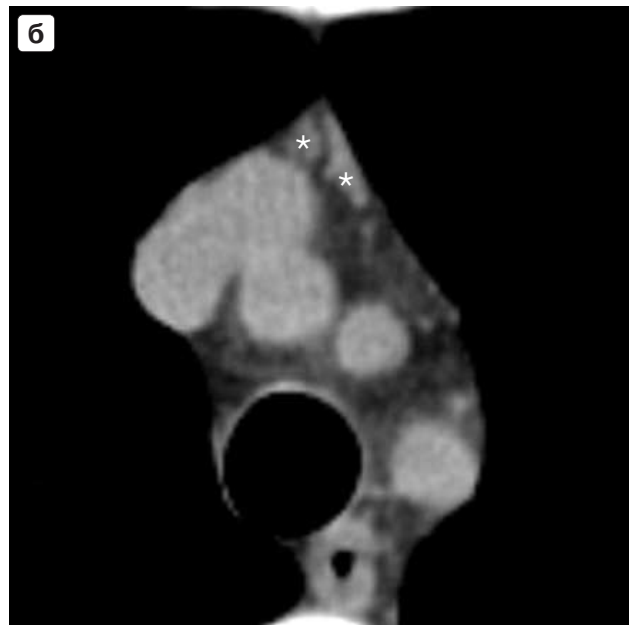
КТ переднего средостения. Формы лимфоидно-фолликулярной гиперплазии вилочковой железы: а – треугольная; б – двудольчатая (доли указаны звездочками); в - очаговое уплотнение (стрелки).
